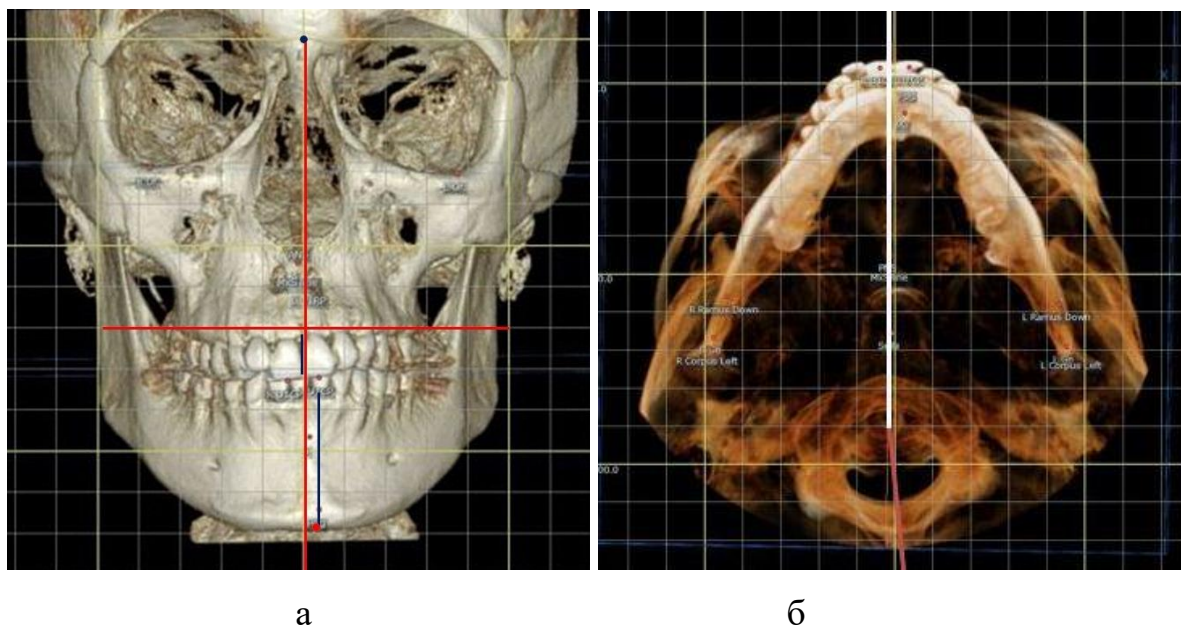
Определение асимметрии лица на рентгенограмме в прямой проекции (а) и отклонение подбородочной точки от срединной сагиттальной плоскости (б).
